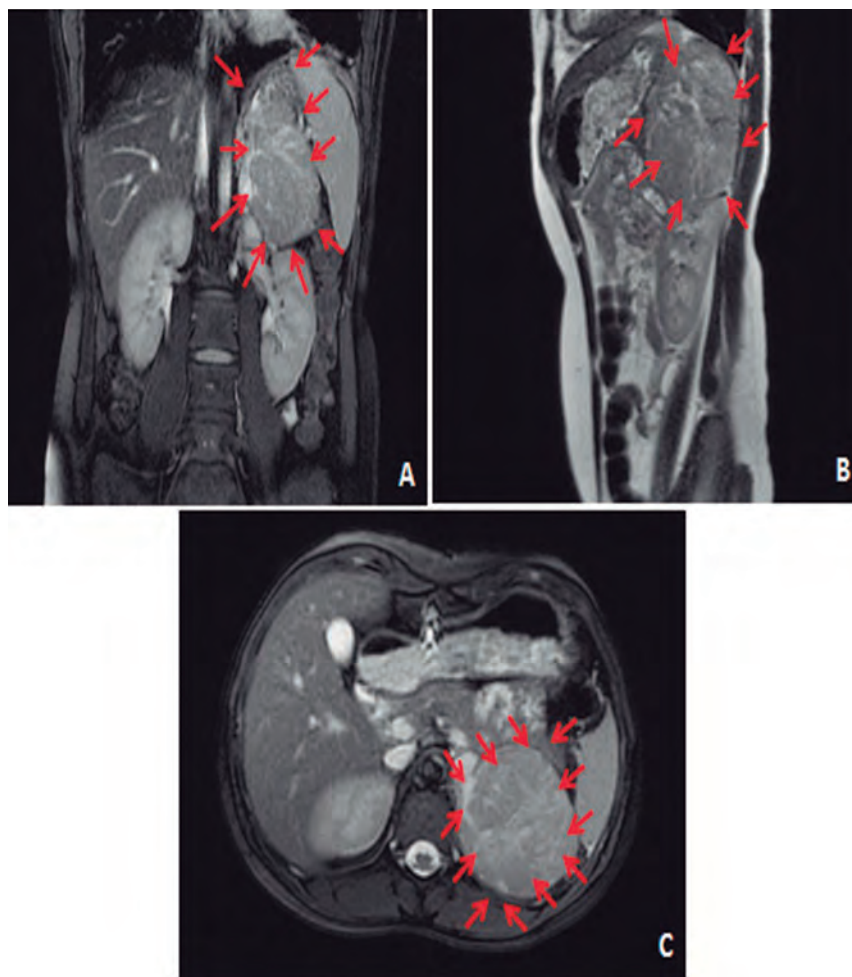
Tomografía axial computerizada en tres cortes que muestra la masa; A corte coronal, B corte sagital y C corte transversal (las flechas indican la lesión).
